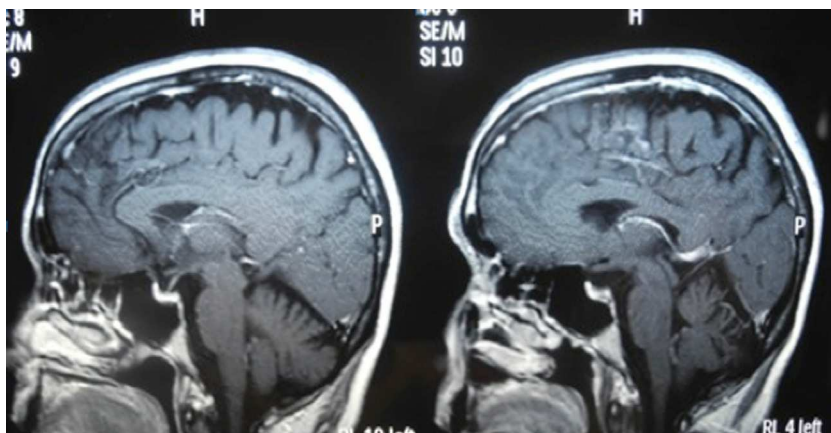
RM cerebral en la que se observa atrofia cerebelosa.
